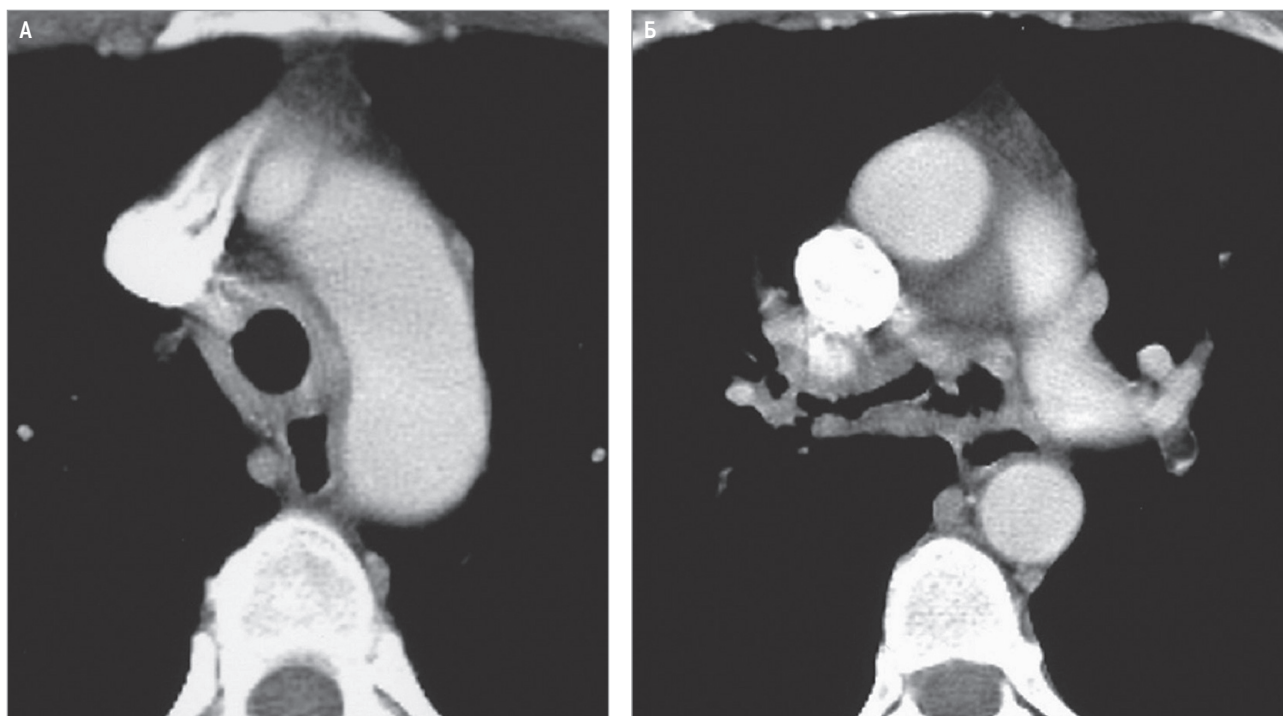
Трахеобронхиальные стенозы при гранулематозе с полиангиитом; нодулярные и циркулярные утолщения стенок трахеи и главных бронхов. Компьютерная томография высокого разрешения в аксиальной проекции, мягкотканное окно
